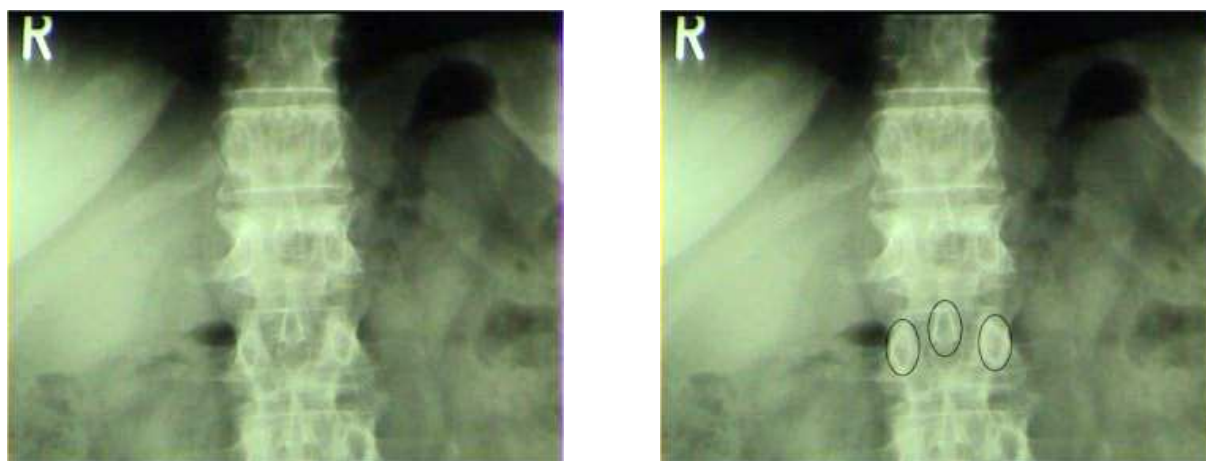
Bestimmung der Landmarken, Pedikel und Dornfortsatz am Beispiel einer a.p.-Nativröntgenaufnahme
